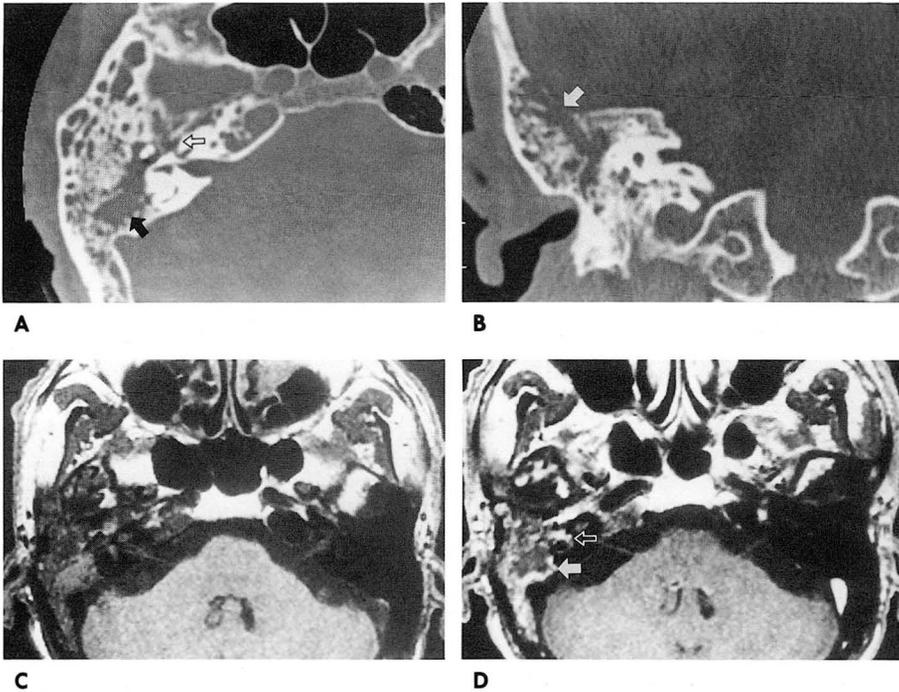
Case 3, Axial view of the temporal bone CT scan (A) show trabecular destruction of mastoid bone (arrow) and invasion of facial canal(open arrow).
